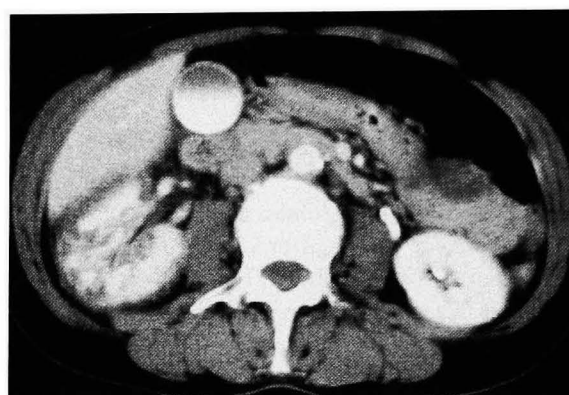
A CT scan after 2 days of thrombolytic therapy revealed improvement of enhancement of right renal parenchyma.
